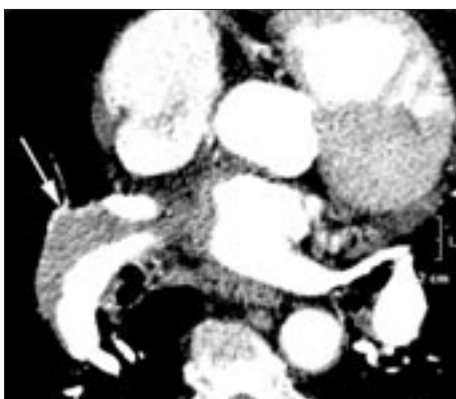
На аксиальных срезах при МСКТ АПГ того же пациента определяется расширение легочных артерий до 35–39 мм с нисходящим тромбом на протяжении 110 мм в стволе правой легочной артерии, который сращен с передней ее стенкой, с признаками реканализации и кальцификацией (длинные стрелки). Тромб распространяется в верхнедолевую ветвь правой легочной артерии (короткая стрелка) и в легочный ствол.
